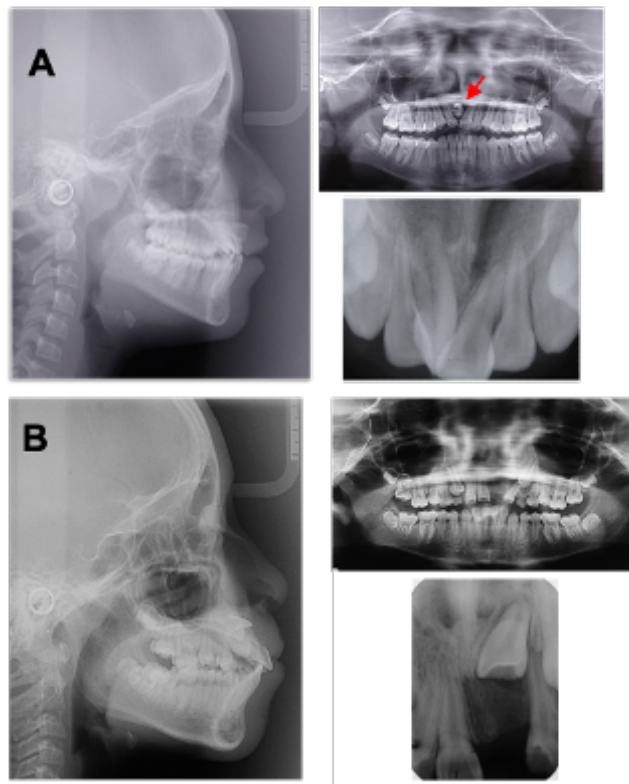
Radiografías cefalométrica, panorámica y periapicales de (A) paciente femenina con 1.1 ectópico y (B) paciente masculino con implantación del 2.1.
